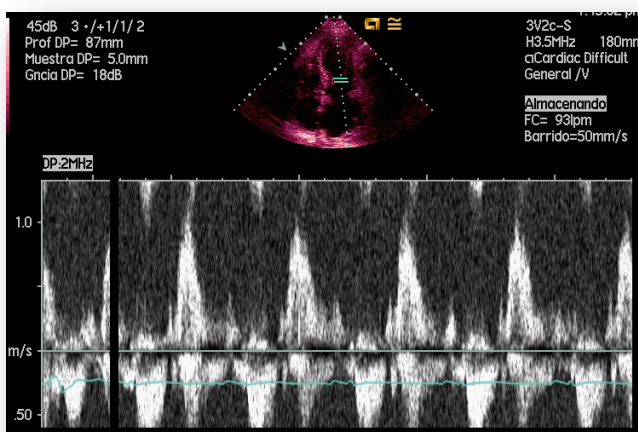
Se puede observar en ETT proyección cuatro cámaras con doppler transmitral, imagen de restricción. Imagen cedida por Dr. Ruiz Bailén.
